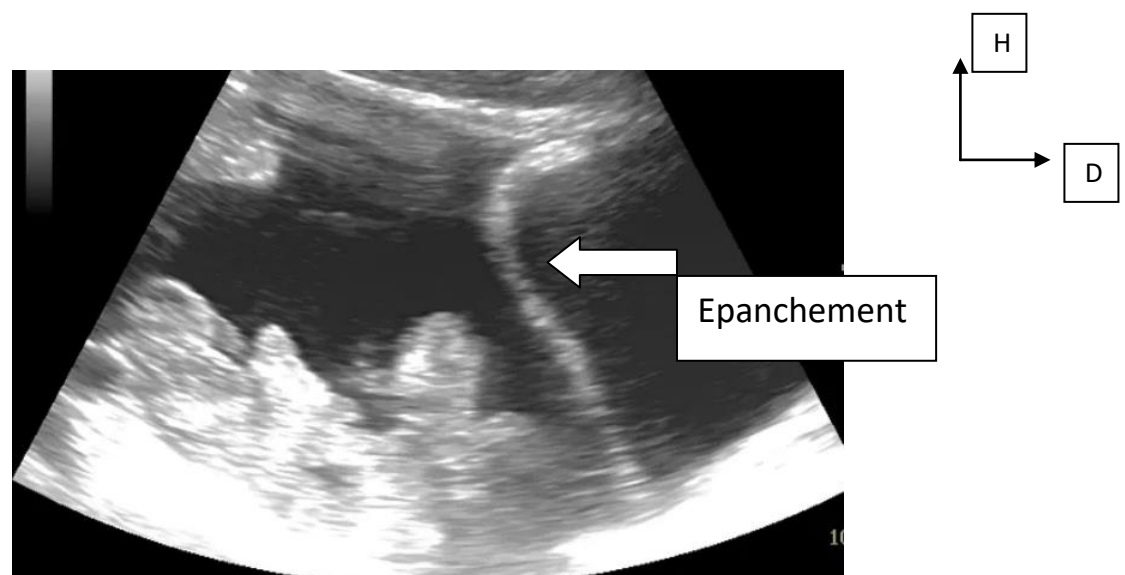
Image échographique d'une grossesse extra utérine avec présence épanchement liquidien de grande abondance.
